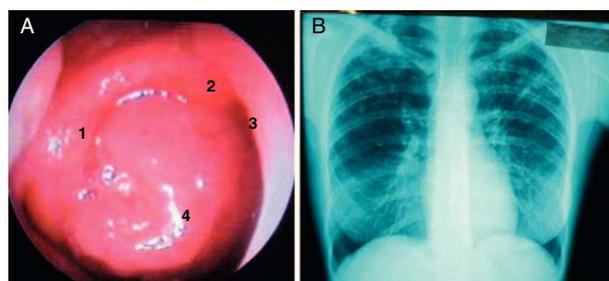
A) Imagen de masa tumoral en la rinofaringe tomada a través de endoscopia nasal. 1. Rodete tubárico. 2. Arco coanal. 3. Borde posterior de tabique nasal. 4. TBC pseudotumoral. B) Radiografía de tórax: lesiones de diseminación broncogénica en ambos lóbulos superiores que coexisten con diseminación miliar.
